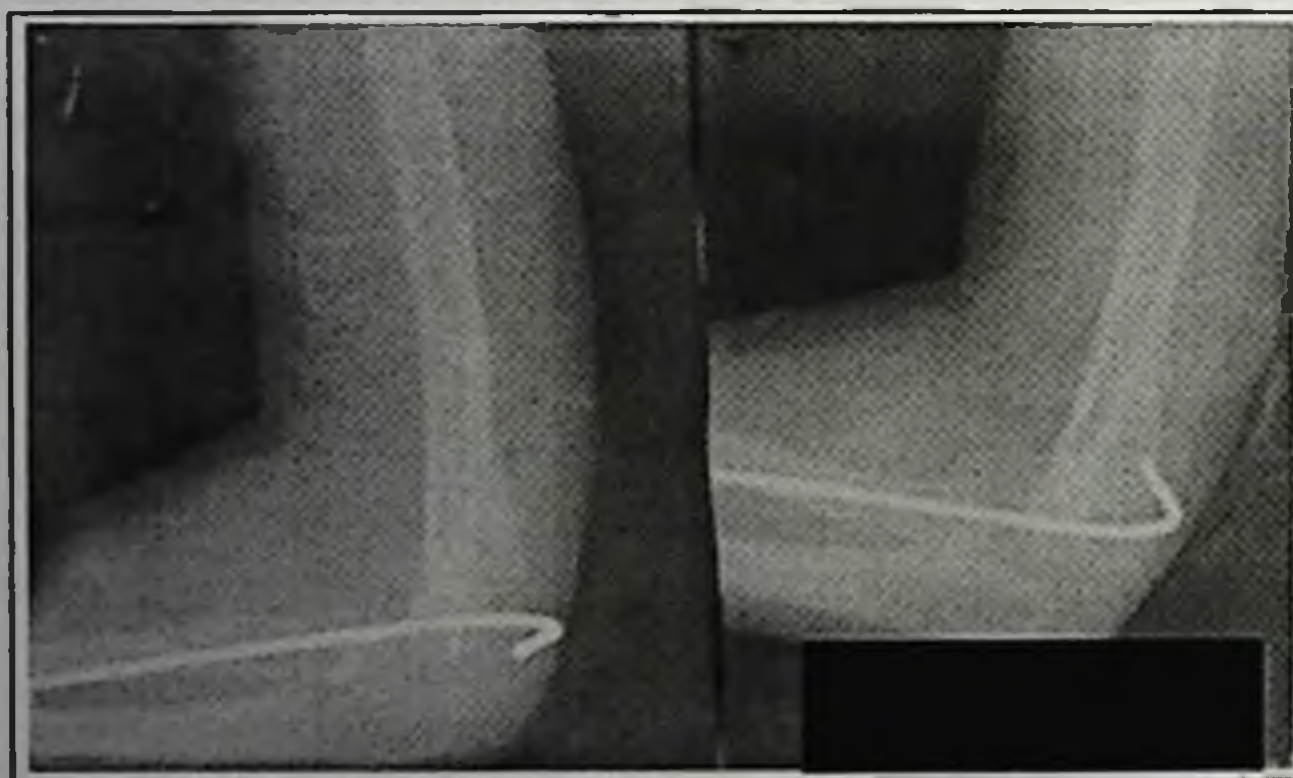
Рентгенограмма больной Д. 2015 г.р. после восстановительной операции ЗПМВГЛК.
